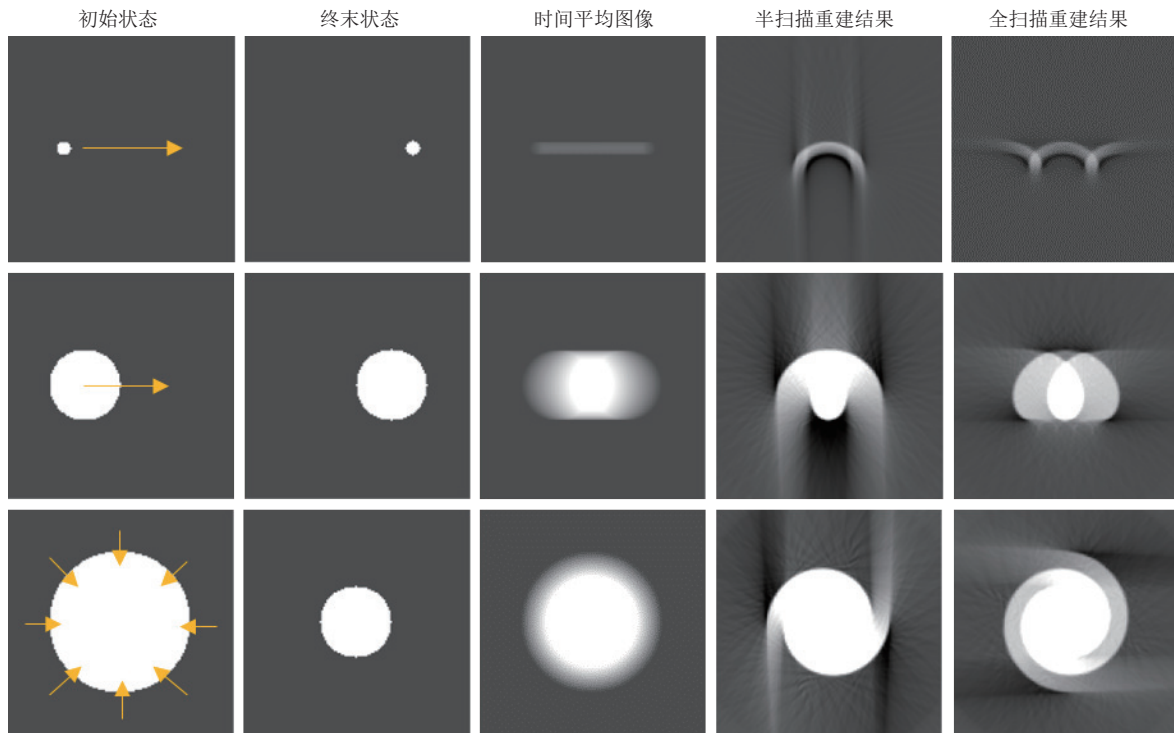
CT 运动伪影特征可以通过 3 个简单的动态对象
